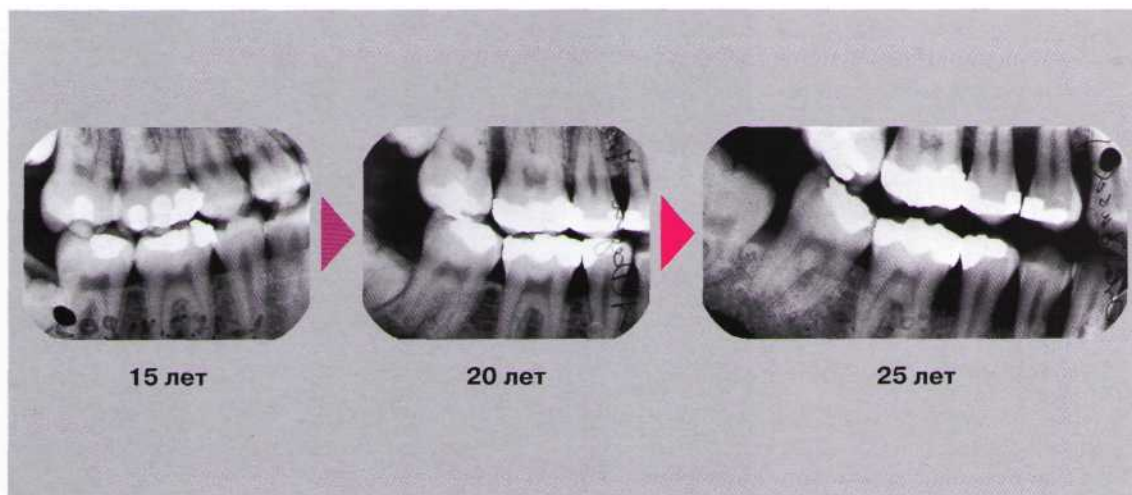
Вертикальные прикусные рентгенограммы.
